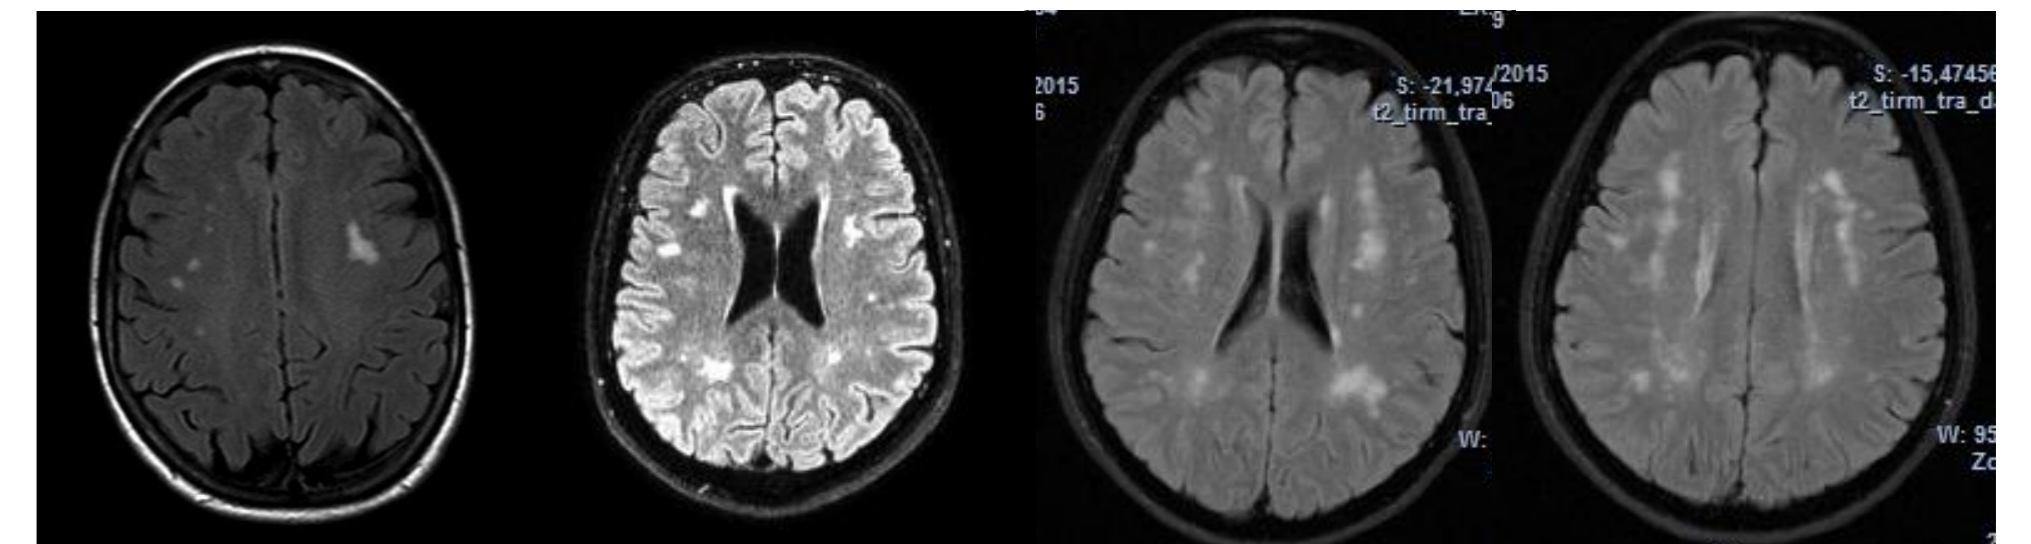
RM encefalo, sequenze FLAIR di 3 pazienti; score di Fazekas rispettivamente di 2, 3 e 5.
